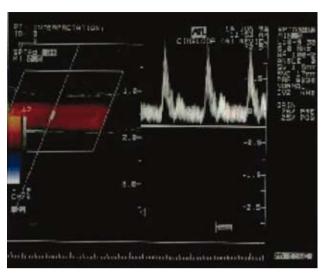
Imagen de una ECO Doppler arterial, se observa la morfología de la curva, el cálculo de las velocidades de flujo y la anatomía arterial.
